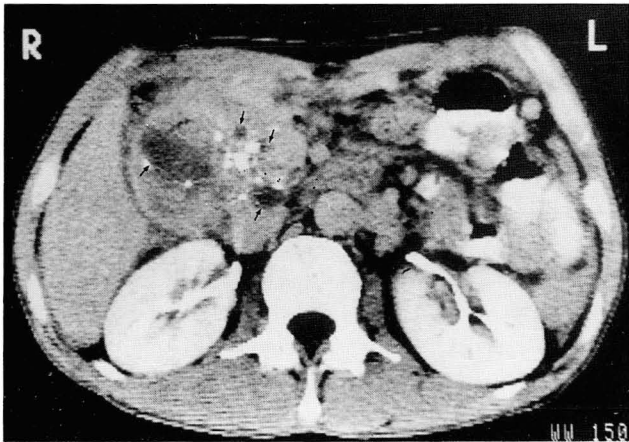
A 34-year-old male with focal pancreatitis. CT scan shows marked enlarged pancreatic head with multiple dense calcifications. Multiple low attenuated areas(white arrows) are noted within the enlarged head.
